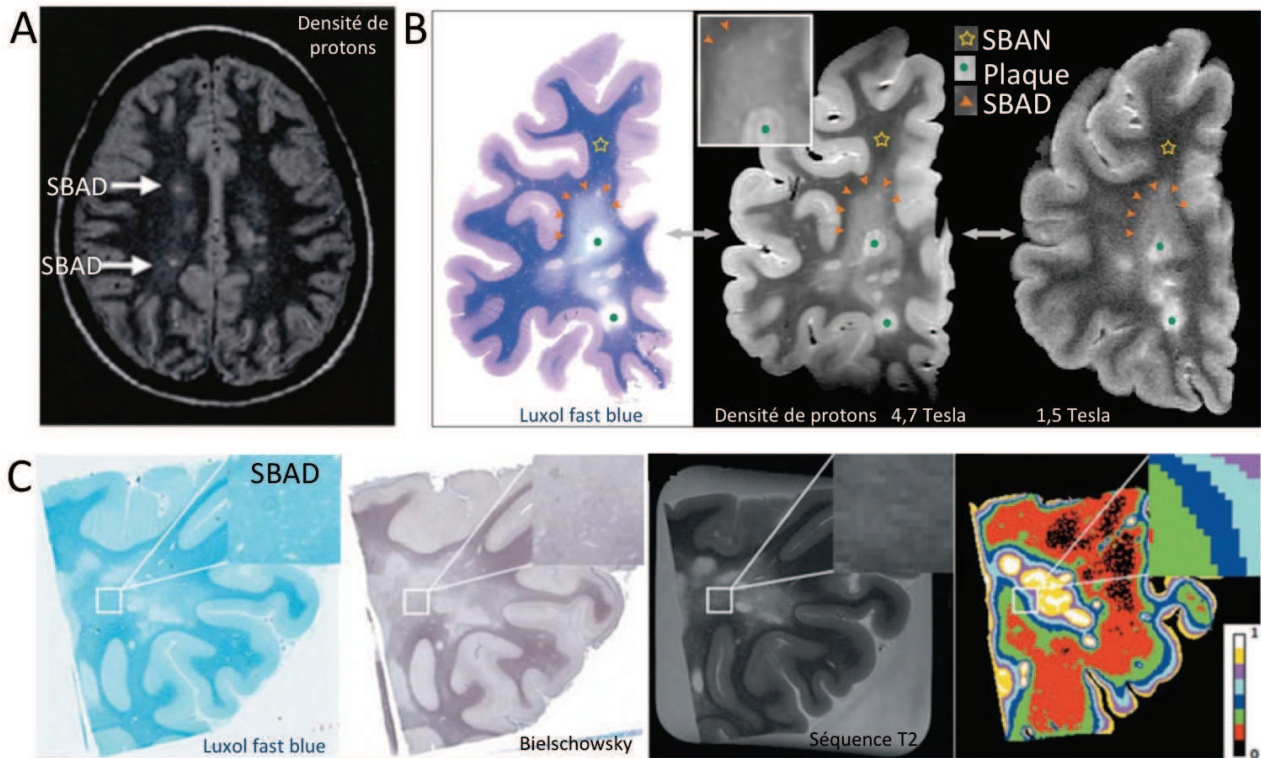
La SBAD dans la SEP. A. Image d'IRM cérébrale (Ge *et al.* 2003). Le signal de type SBAD entourent deux lésions classiques de démyélinisation focalisée. B. Corrélation histo-radiologique de la SBAD (Seewann *et al.* 2009). Une section de tissu colorée au Luxol fast blue pour la myéline a été scannée en IRM associant ainsi le signal SBAN à une plus faible densité de myéline. C. Démonstration d'un gradient d'altérations dans la SBAD (adapté de Zhang *et al.* 2013a). Comme précédemment, une section de tissu colorée au Luxol fast blue pour la myéline et par la technique de Bielschowsky pour les axones a été scannée par IRM. Une cartographie de la texture détectée montre le gradient qu'il existe au sein de la SBAD. La barre de couleurs indique le niveau d'hétérogénéité.
